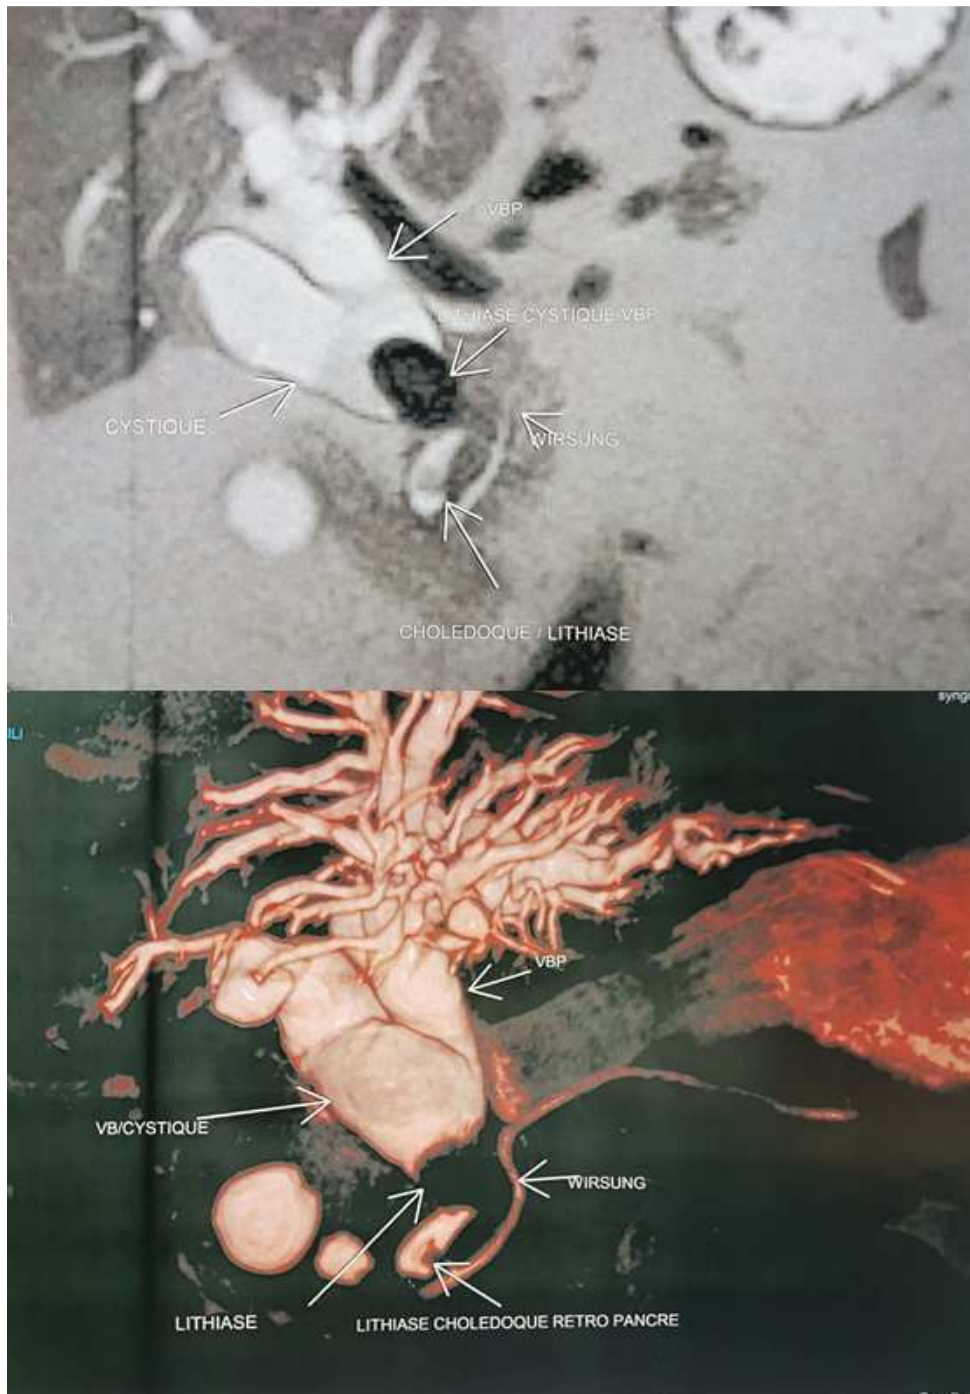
Bili-IRM montrant une dilatation de la VBP, des VBIH et du cystique en amont de deux lithiases : une plus volumineuses mesurant 20 mm de grand axe, enclavée au niveau de l'abouchement du cystique qui est bas implanté et comprimant la VBP et l'autre infracentimétrique au niveau de la portion rétro-pancréatique du cholédoque non obstructive.
